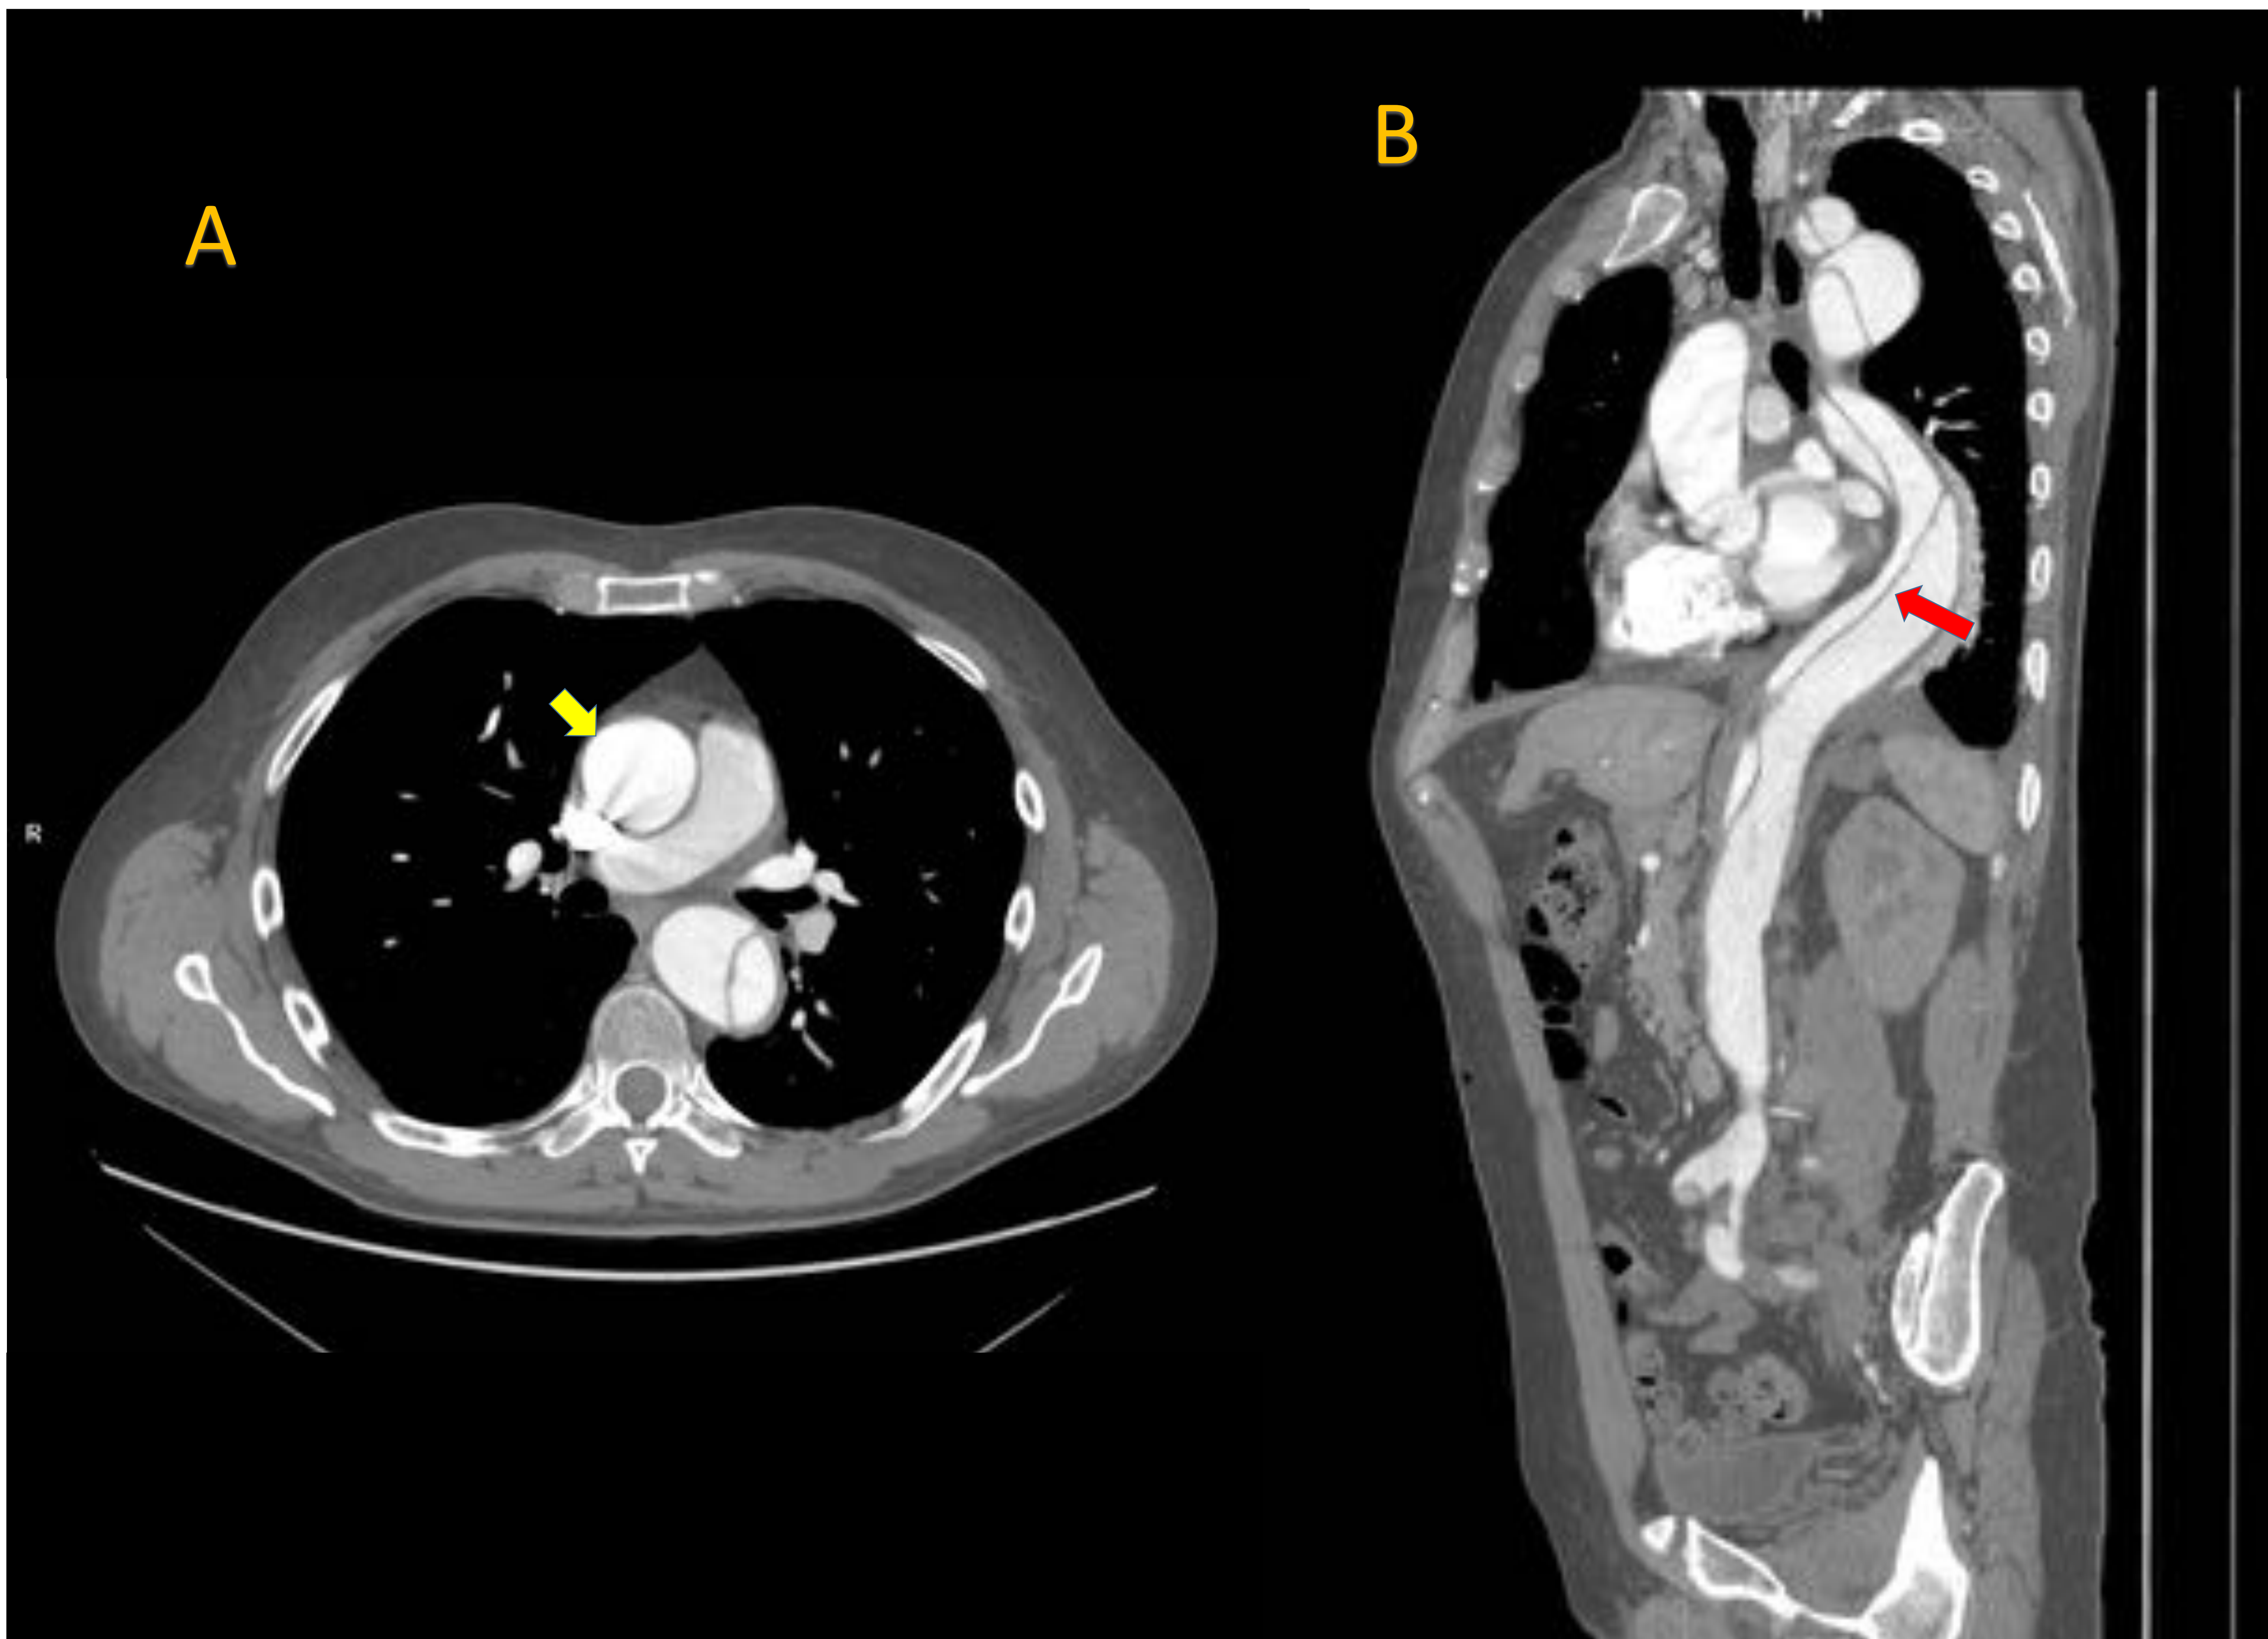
TC tórax, abdomen y pelvis con contraste en fase arterial. Corte axial (A) y oblicuo (B) de una disección de aorta tipo B de Stanford.
